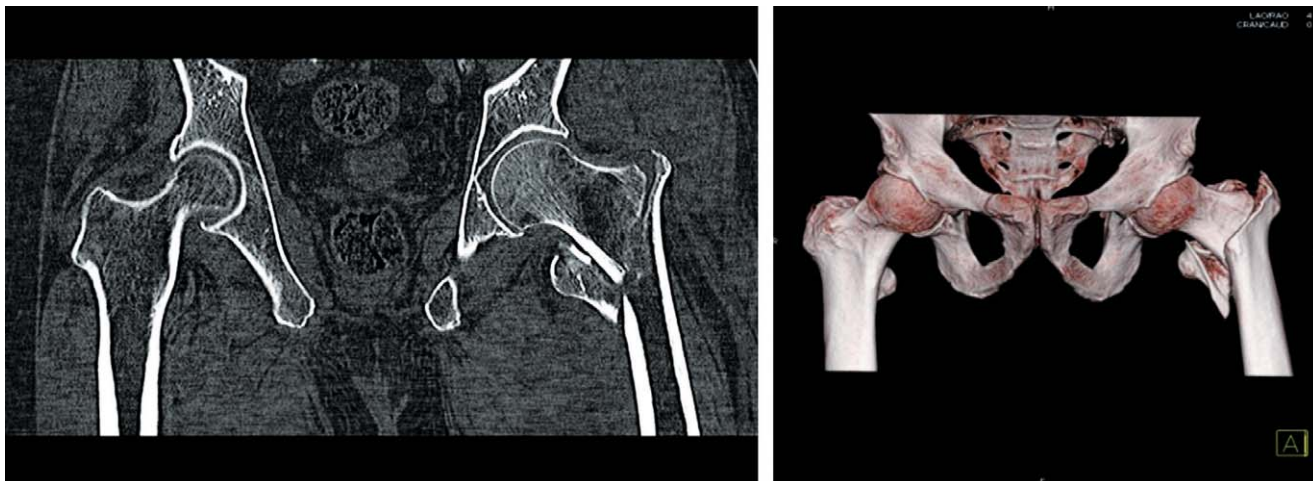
Unstable comminuted intertrochanteric fracture of Lt. hip in hip CT scans.
